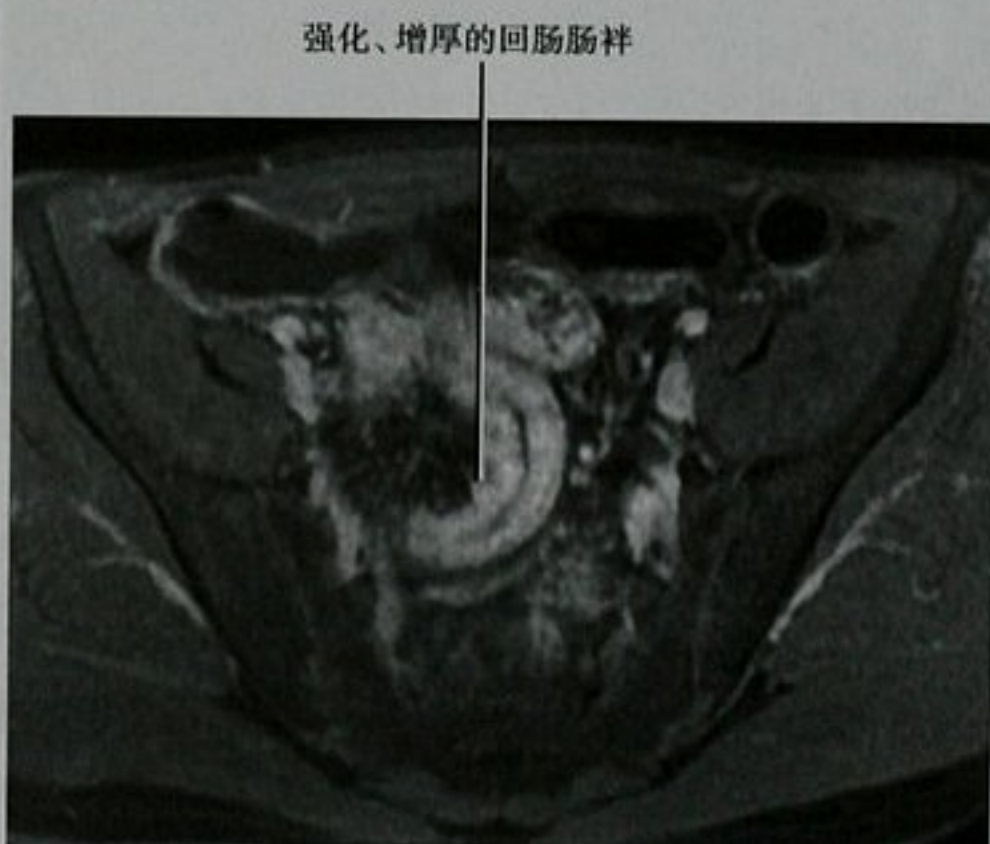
脂肪抑制增强 MRI 横断面,克罗恩病引起的回肠远端炎性改变
